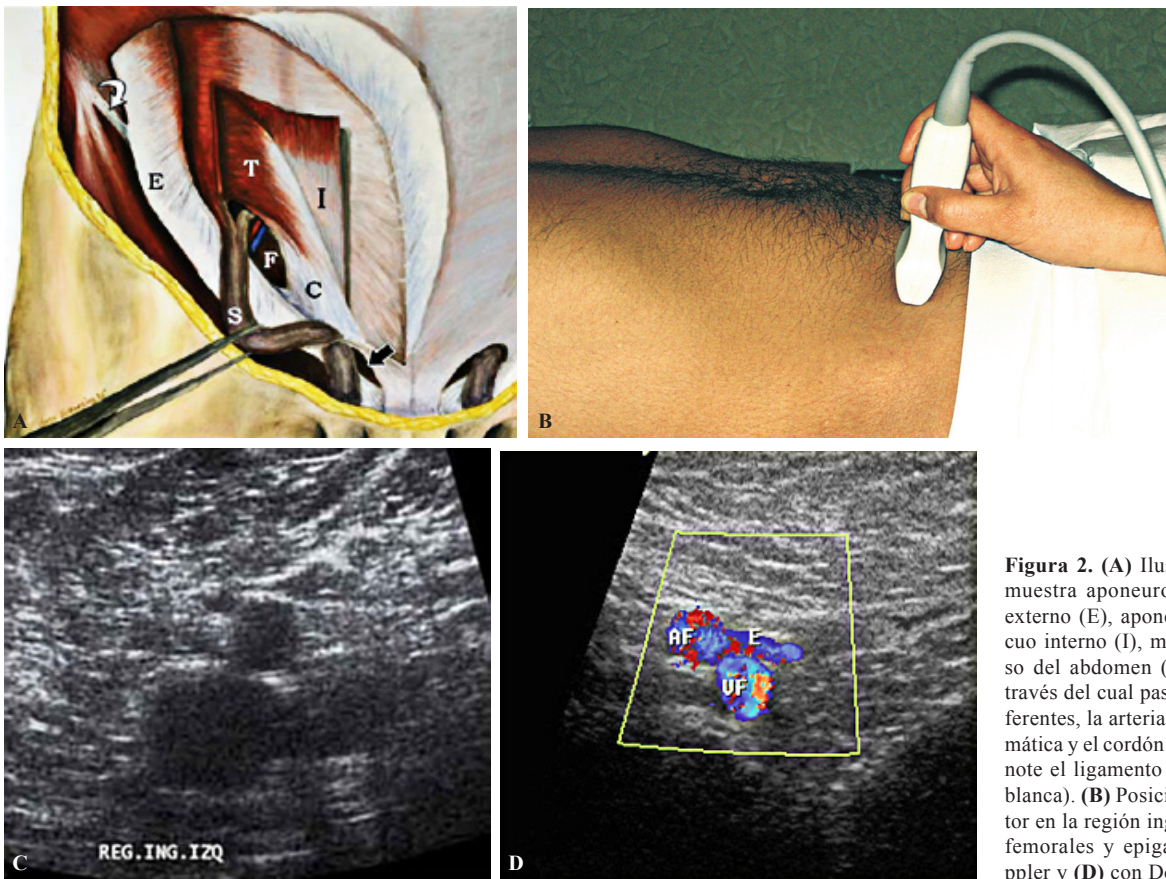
(A) Ilustración que demuestra aponeurosis del oblicuo externo (E), aponeurosis del oblicuo interno (I), músculo transverso del abdomen (T), es medial a través del cual pasan los vasos deferentes, la arteria y la vena espermática y el cordón espermático (S), note el ligamento inguinal (flecha blanca). (B) Posición del transductor en la región inguinal (C) vasos femorales y epigástricos sin Doppler y (D) con Doppler.
